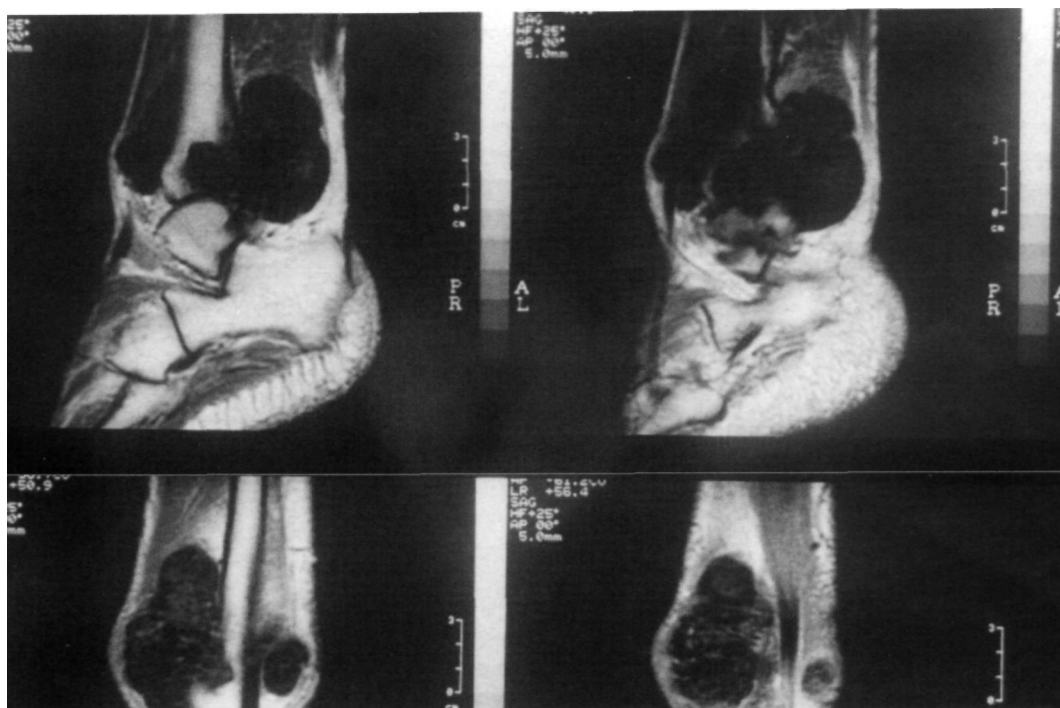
En RM, tumor en reloj de arena, heterogéneo, en la sindesmosis anterior y posterior.
